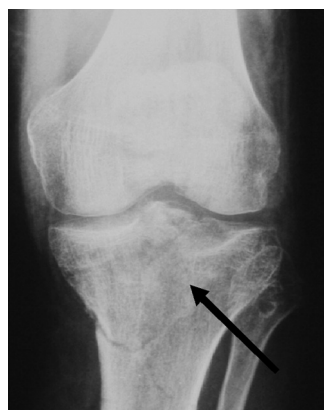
Рентгенограмма левого коленного сустава больного П., 42 лет, в прямой проекции. Полный внутрисуставной перелом плато левой большеберцовой кости, повреждение наружного мениска, гемартроз левого коленного сустава, обширная подколенная гематома левой голени
